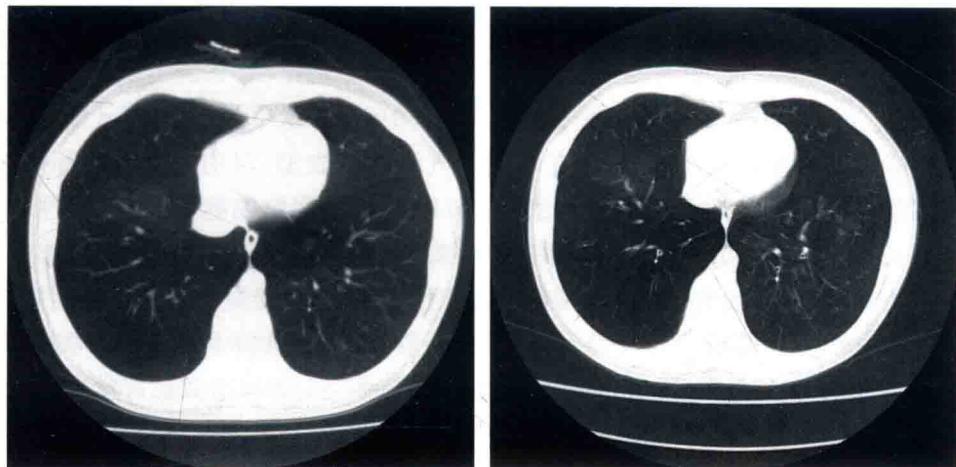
胸部 CT(2012 年 4 月 26 日): 双肺少许炎性病变
